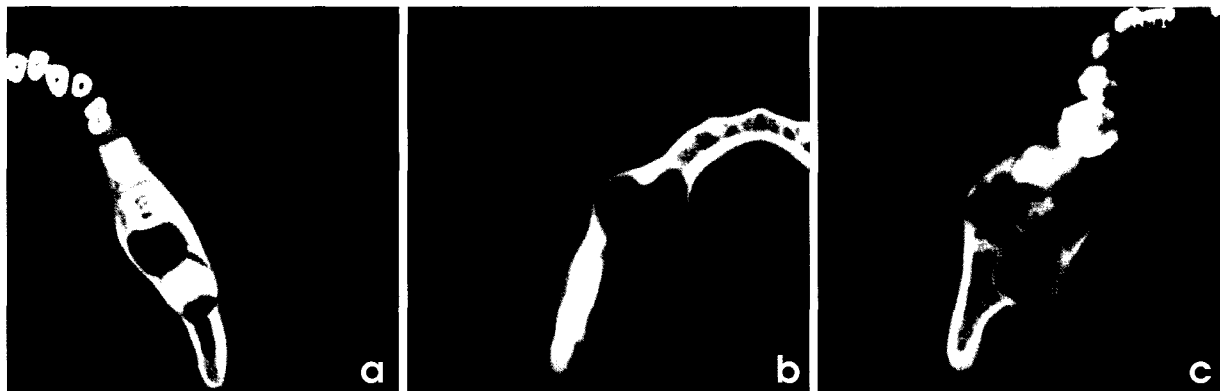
Classification of the CT pattern of lesions. (a) Unilocular (b) Multilobular (c) Multilocular
